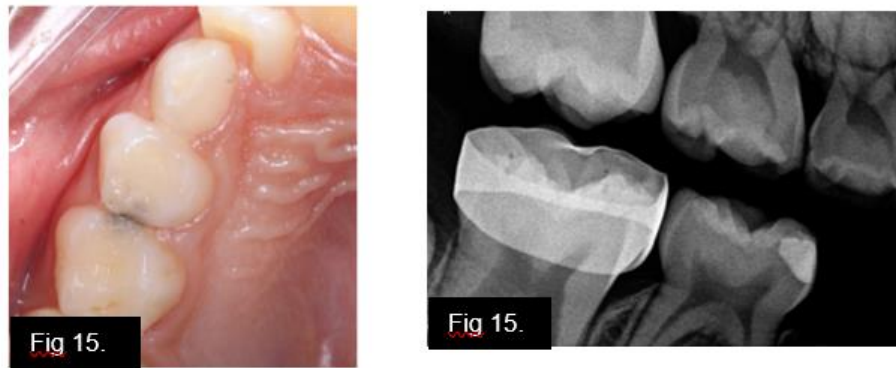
Seguimiento a 3 meses. A) Fotografía clínica B) Radiografía de aleta de mordida
